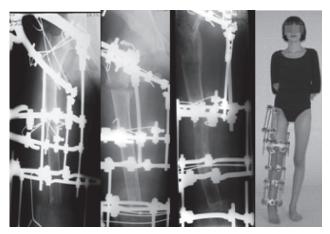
Рентгенограммы и больная С. в процессе остеосинтеза
